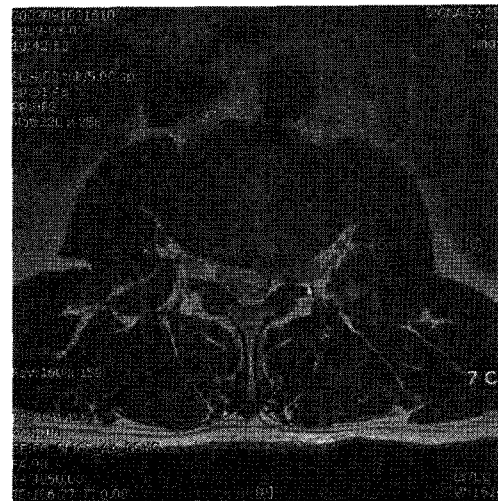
L-SPINE MRI : Axial T2WI view of L2-3. on 2, March, 2009.
